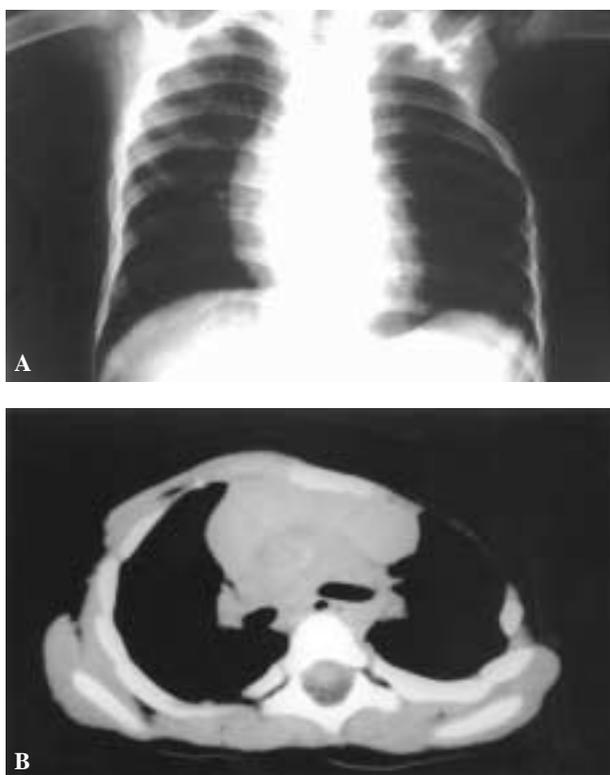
Rx y TAC con afectación de hemitórax izquierdo.
